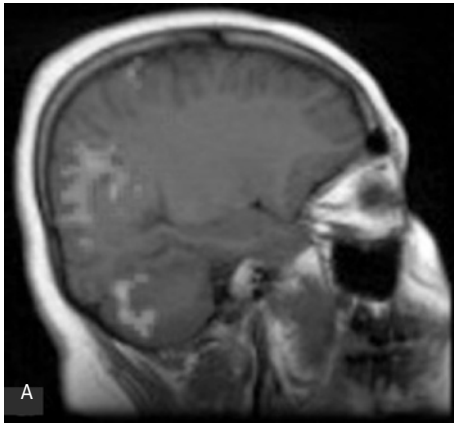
Resonancia magnética funcional (RMf). Cortes sagitales (A) izquierdo y (B) derecho que, demuestran activación preferente de las áreas parieto-occipitales correspondientes al sistema dorsal de asociación visual ("donde") del lado izquierdo tras la tarea de localización visuoespacial.
